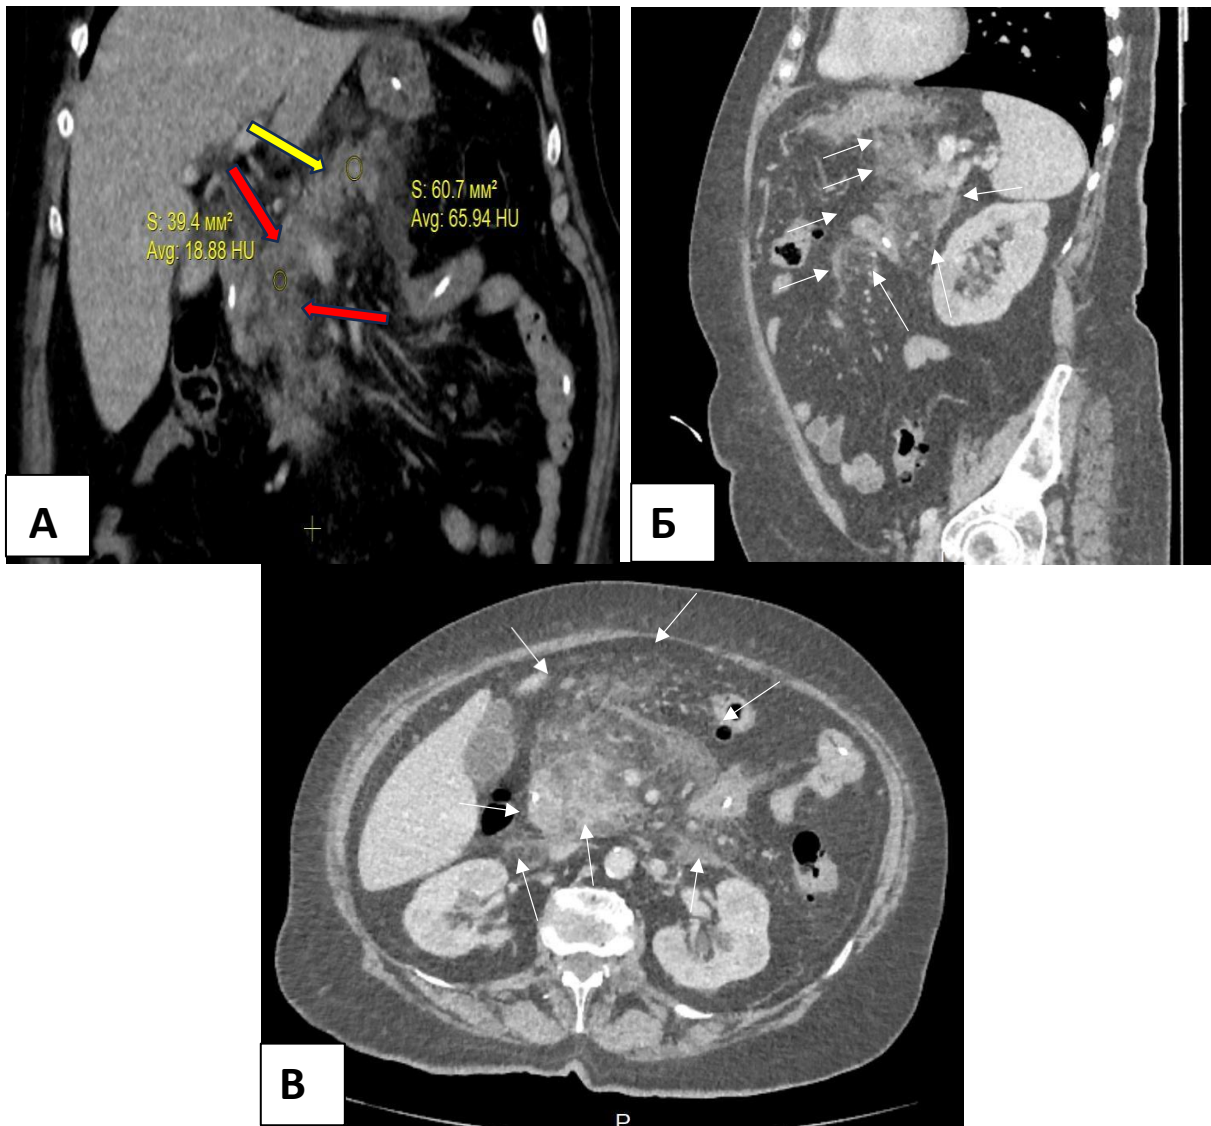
КТ с внутривенным контрастным усилением, венозная фаза. 5 сутки от дебюта ОП. А – Косая проекция. Глубокий некроз в области головки и перешейка, 18,88 HU (красные стрелки), нормально функционирующая паренхима тела ПЖ, 65,5 HU (желтая стрелка). 1 тип конфигурации некроза. Б – сагиттальная проекция, распространенный парапанкреатит (белые стрелки) по переднему листку фасции Герота, инфильтративные изменения в сальниковой сумке, распространение парапанкреатита в брыжейку тонкой кишки. В – аксиальная проекция (на уровне L2), распространение парапанкреатита по передним листкам фасции Герота справа и слева, на брыжейку тонкой кишки
